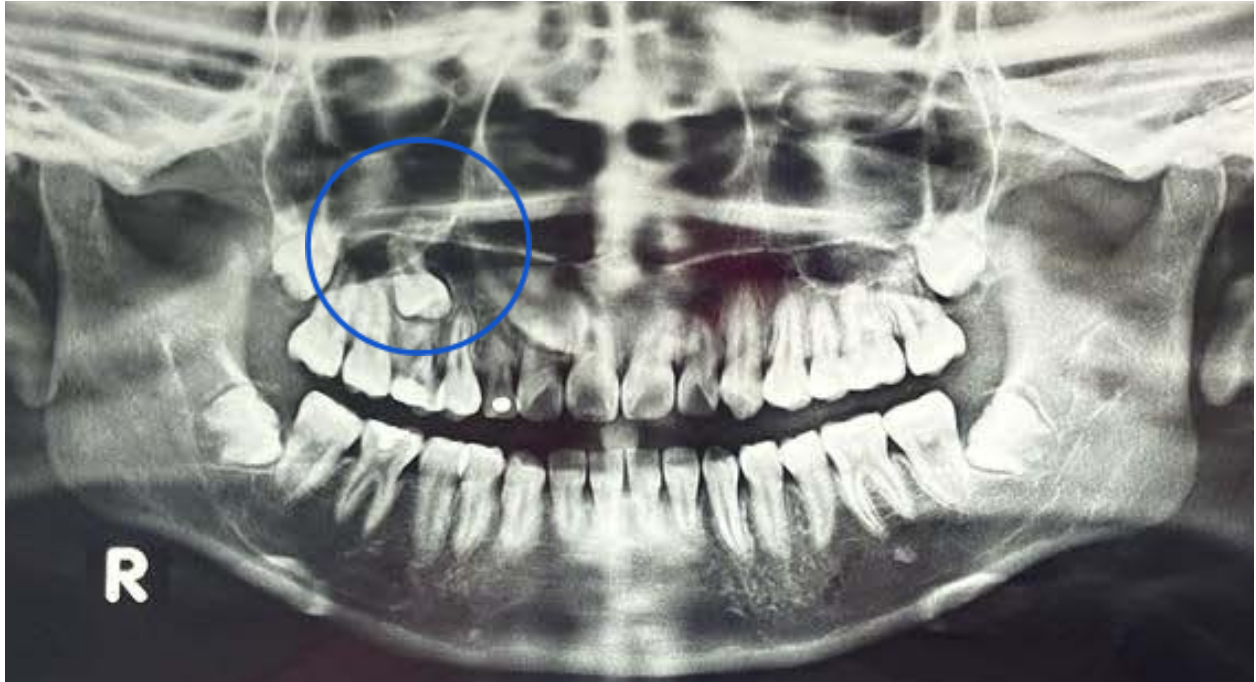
Ortopantomografía, se observan gérmenes dentarios de terceros molares, órgano supernumerario premolar retenido, raíz dilacerada dentro del piso del seno maxilar, múltiples focos sépticos. Imagen tomada de C.M.F Sergio Soto Góngora.
